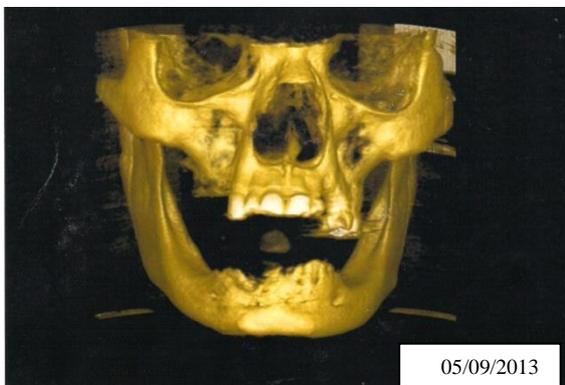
Tomografia cone beam: reconstrução 3D.
